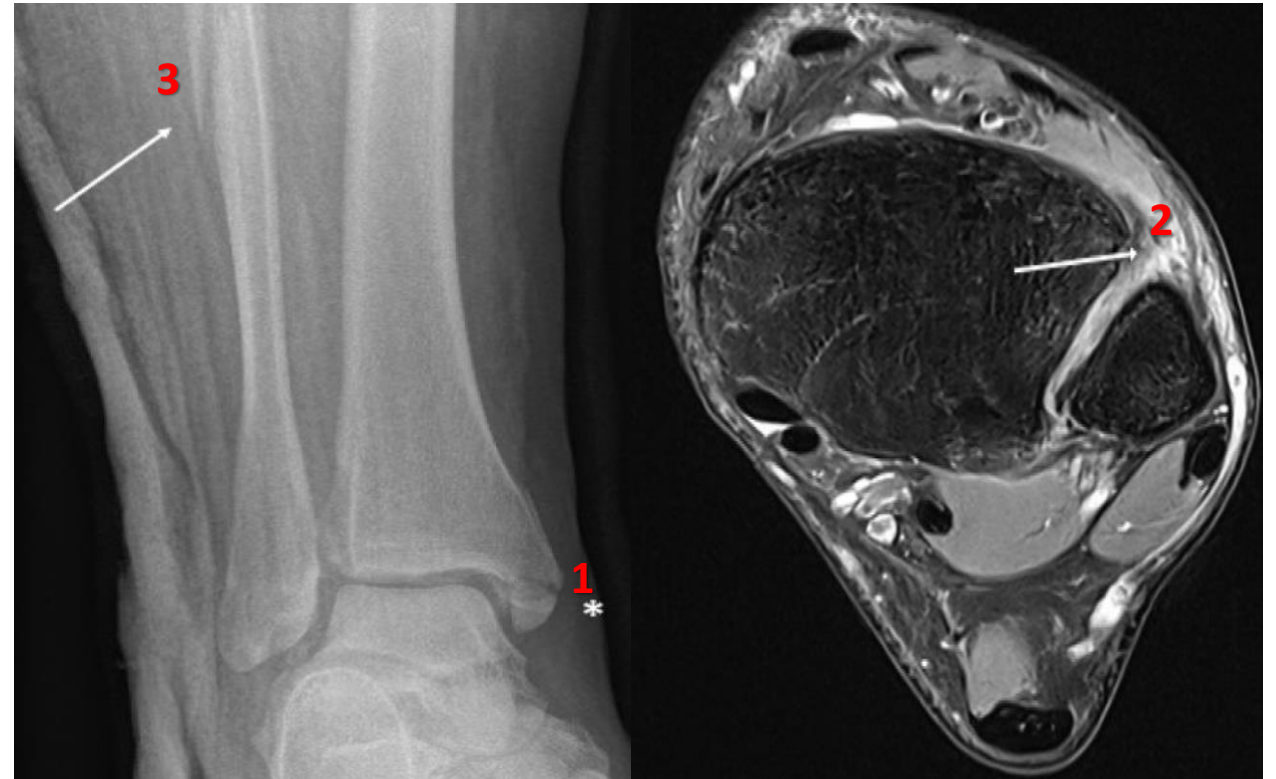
Radiografía AP de tobillo mostrando fractura de maléolo interno y fractura suprasindesmal de peroné (3). Corte axial DP-FS que muestra rotura completa del AITFL (2). El patrón es compatible con mecanismo de PER estadio III de L-H.
